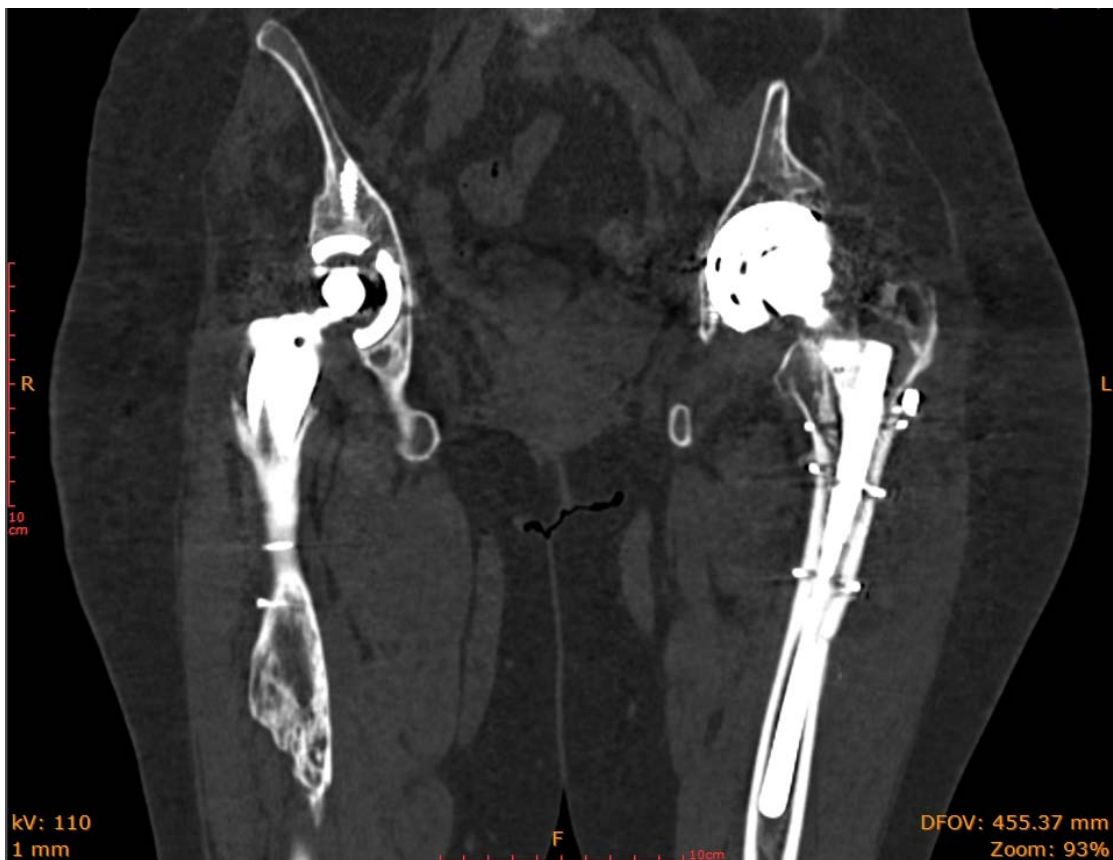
Imagine CT cu atenuarea funcției de metal
